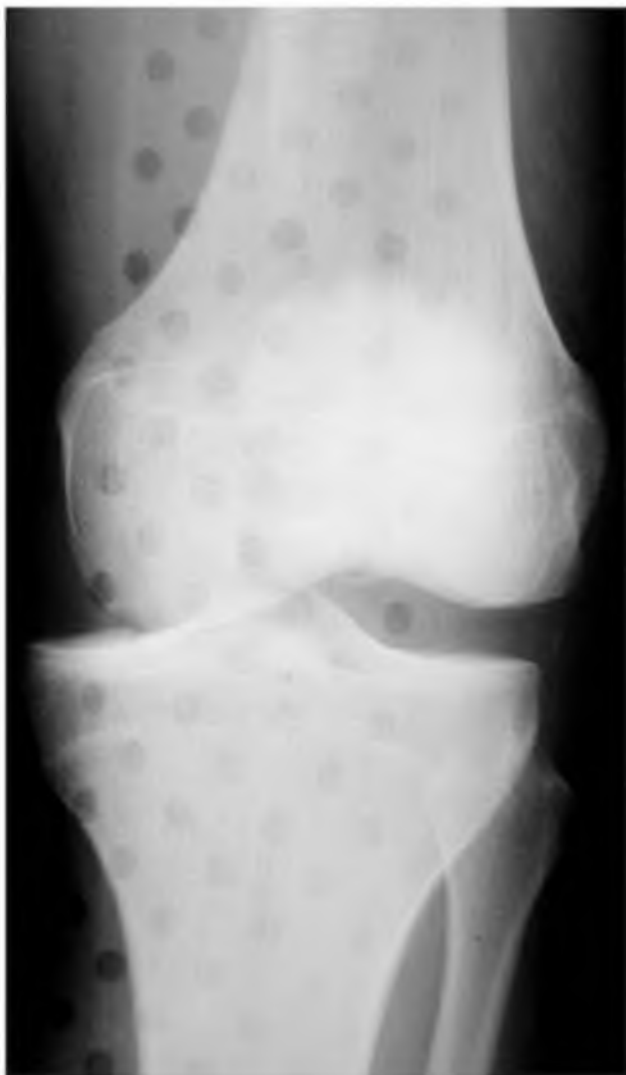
Radiographie de face du genou gauche, subluxation médiale du tibia : les condyles fémoraux ne sont plus alignés avec les plateaux tibiaux. Il s'agissait d'une luxation du genou (pentade médiale), réduite par le SAMU sur les lieux de l'accident, compliquée d'une paralysie du nerf fibulaire commun. Les éléments arrondis correspondent à l'attelle laissée en place pendant la radiographie
